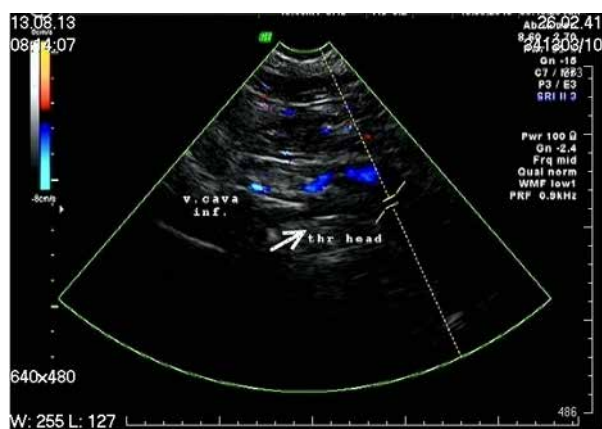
Пациент, 72 года. УЗИ НПВ: флотирующий в НПВ фрагмент тромба (обозначен стрелкой)
